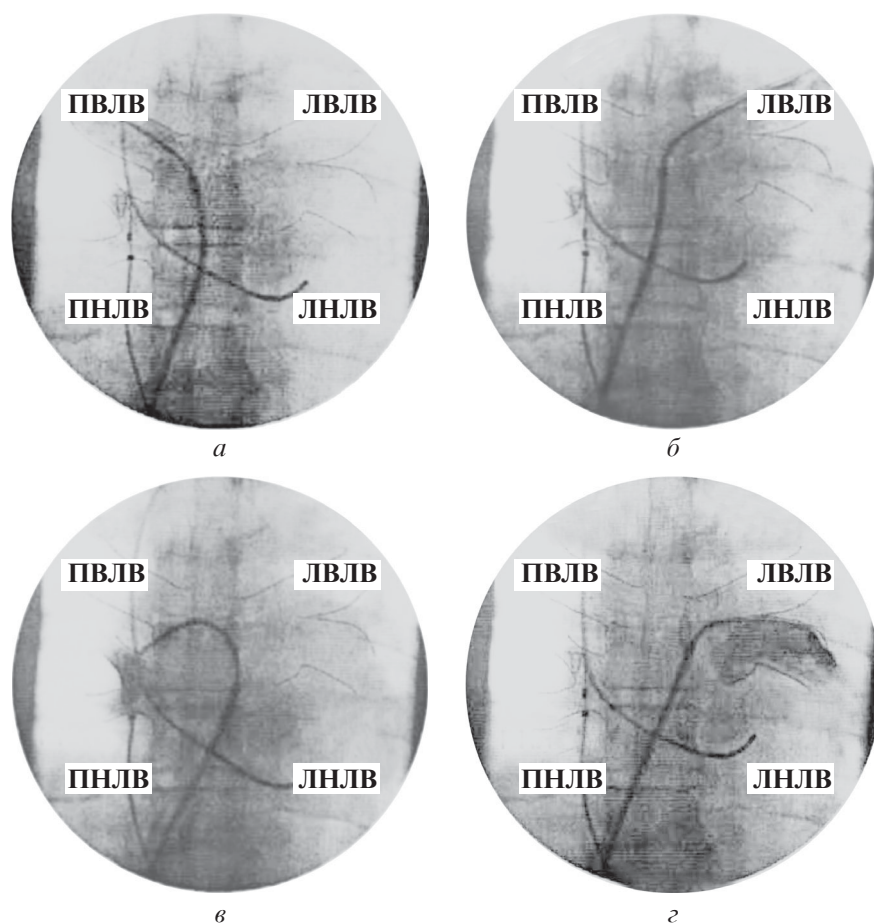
Рентгенограммы пациента. Пунктирными линиями обведены контуры легочных вен: а — контрастирование правой верхней легочной вены (ПВЛВ); б — контрастирование левой верхней легочной вены (ЛВЛВ); в — контрастирование правой нижней легочной вены (ПНЛВ); г — контрастирование левой нижней легочной вены (ЛНЛВ)
